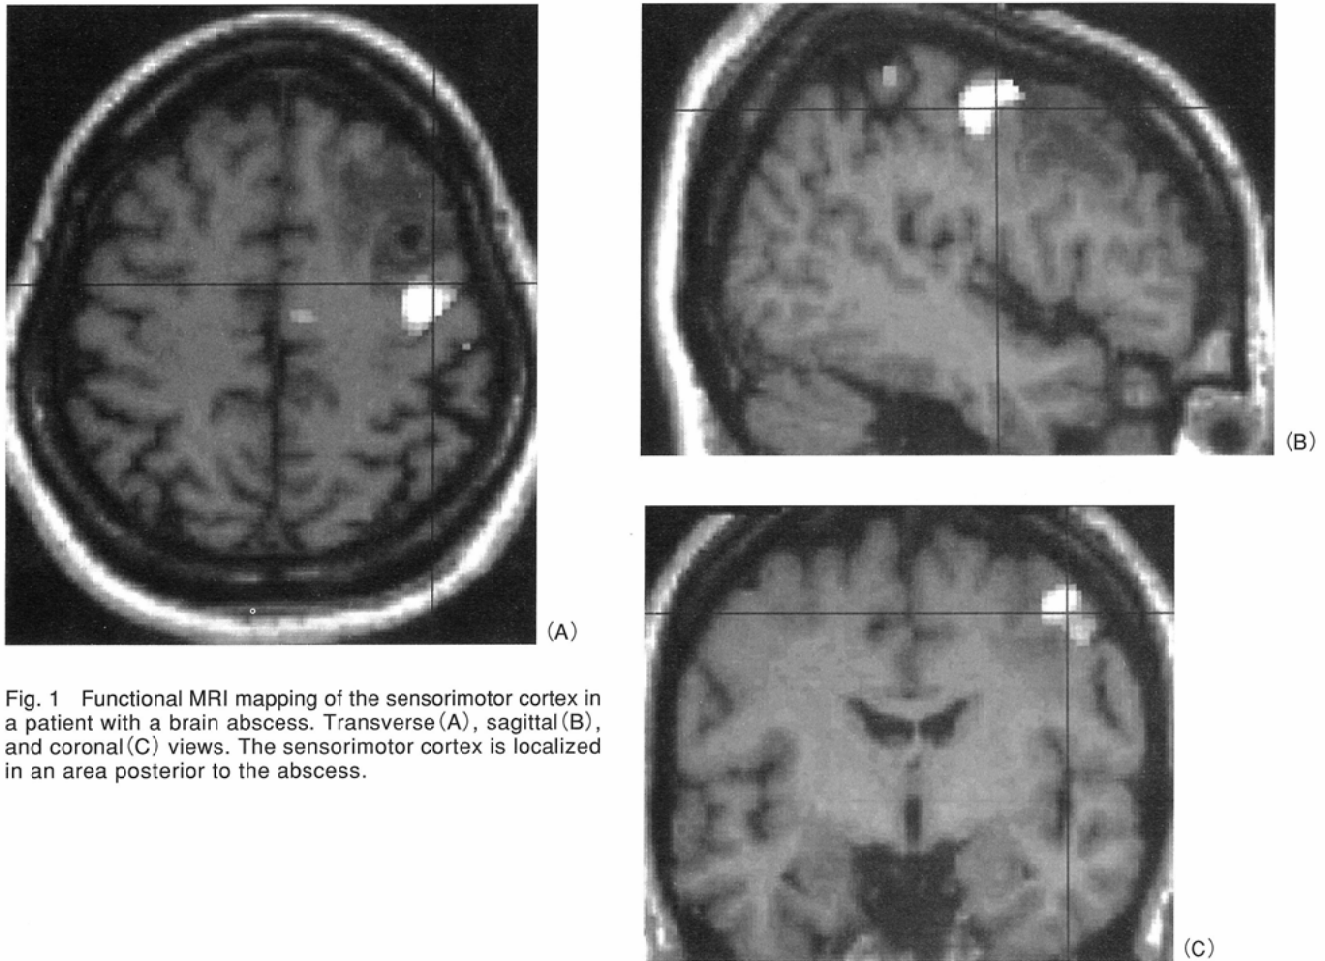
Functional MRI mapping of the sensorimotor cortex in a patient with a brain abscess. Transverse (A), sagittal (B), and coronal (C) views. The sensorimotor cortex is localized in an area posterior to the abscess.
